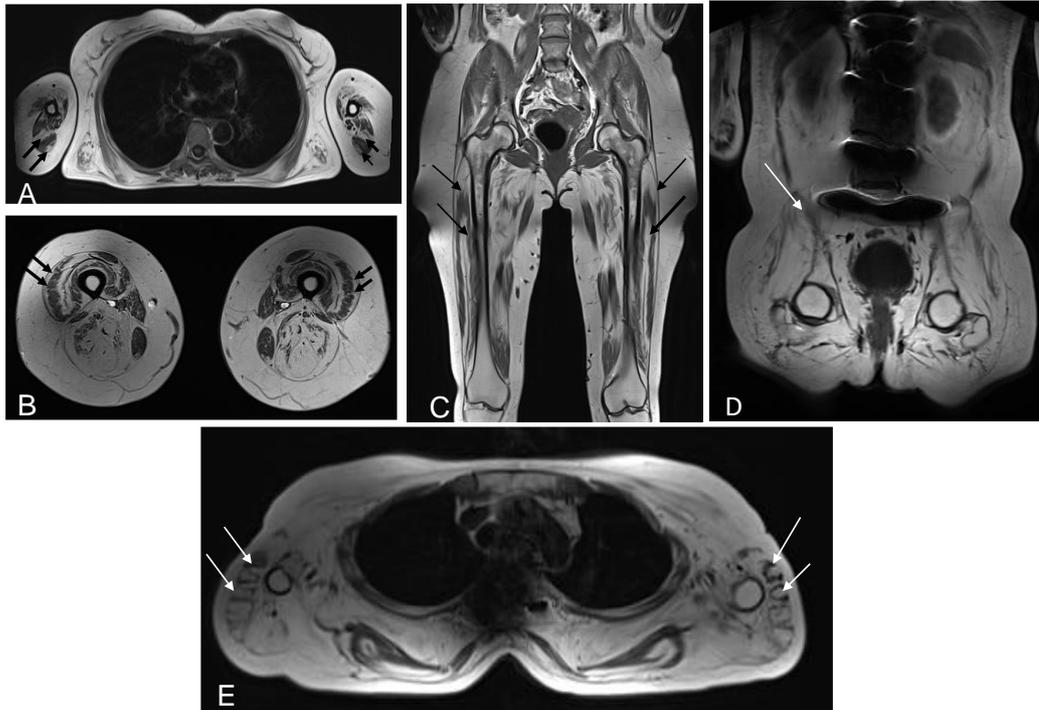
IRM musculaire corps entier. (A): coupe transversale T1 au niveau de la ceinture scapulaire: on observe l'infiltration graisseuse autour des triceps (flèches) brachiaux. (B): coupe transversale T1 au niveau des cuisses: on observe l'infiltration graisseuse (flèches), hyperintense en T1, localise dans la fascia du vastus lateralis et medialis du quadriceps. L'atteinte concentrique des muscles des cuisses est nette sur la coupe coronale de l'IRM corps entier. (C) : coupe coronale montrant l'atteinte très marquée du quadriceps. (D): coupe coronale T1 du tronc: on observe une infiltration graisseuse diffuse des muscles abdominaux avec un petit rémanent musculaire (flèches). (E): coupe transversale T1 au niveau de la ceinture scapulaire montrant l'infiltration graisseuse des deltoïdes avec une forme "d'empreintes digitales".
